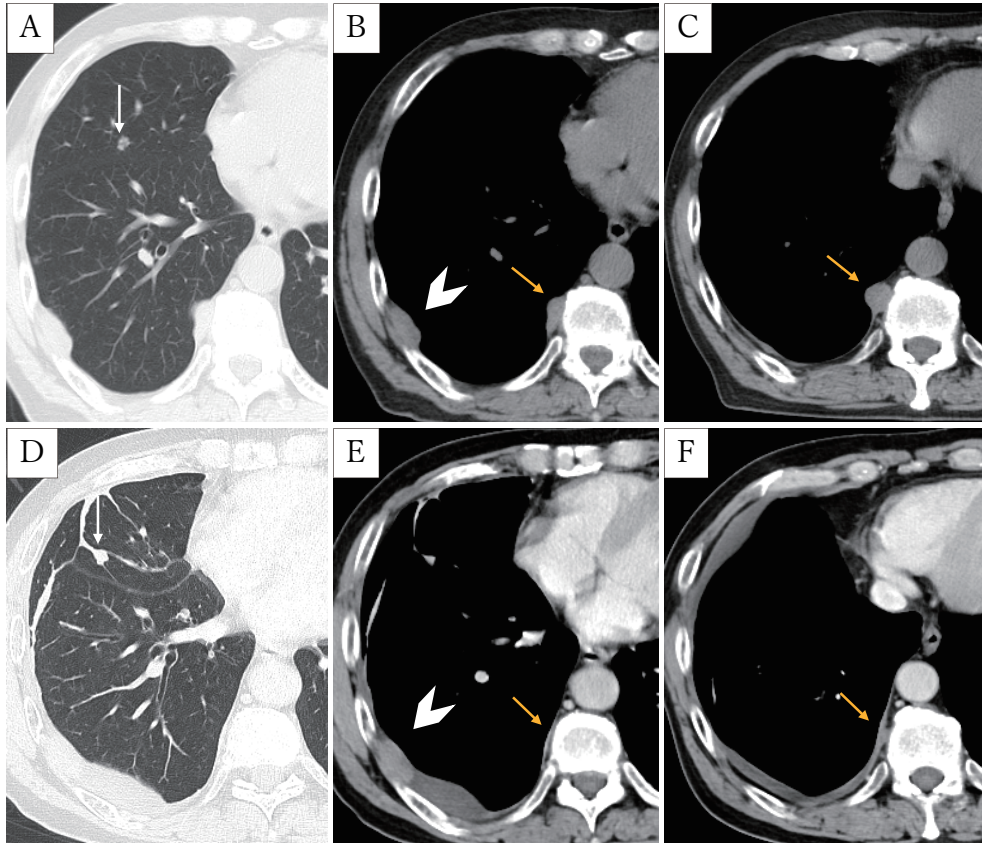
Time course of chest CT in Aug X-1 (A, B, C) and Feb X (D, E, F). A, D: The nodule in right S⁵ enlarged from 8 to 9.5 mm (white arrow), and right pleural effusion appeared. B, C, E, F: The mass in the right chest wall enlarged from 25 to 35 mm (white arrowhead). The paravertebral mass became smaller and almost disappeared (yellow arrow).
